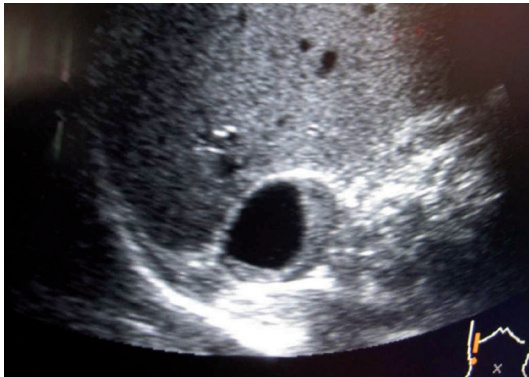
Ecografía suprarrenal derecha: masa incidental en la glándula suprarrenal derecha con características quísticas y sólidas.
